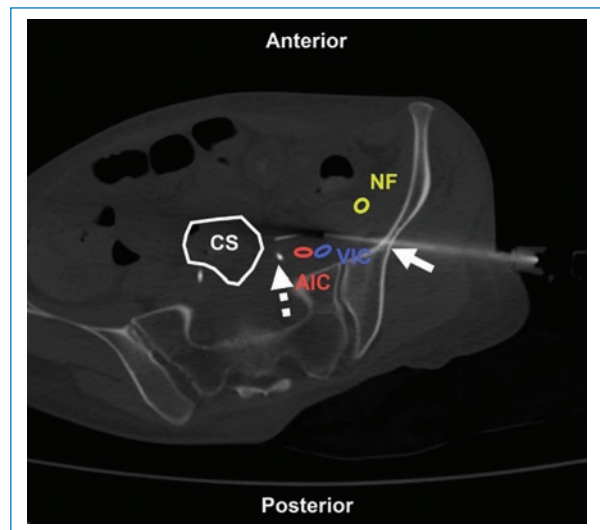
Mujer de 27 años con antecedentes de cáncer de cuello uterino con nódulos abdominales en control oncológico. BP coaxial con abordaje transiliaco (flecha) bajo TC. Estructuras a evitar: NF: nervio femoral; AIC: arteria ilíaca común; VIC: vena ilíaca común; CS: colon sigmoide. Uréter con catéter doble J (flecha discontinua). Aguja utilizada: Jamshidi 11 G con Supercore 20 G (sistema semiautomático). Diagnóstico final: infiltración por carcinoma escamoso de alto grado.
